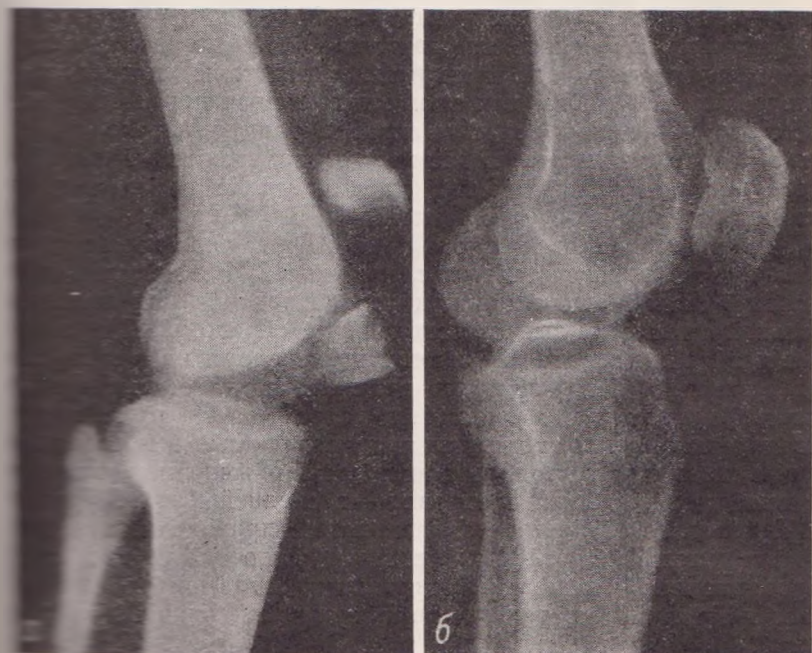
Рентгенограммы перелома надколенника.
